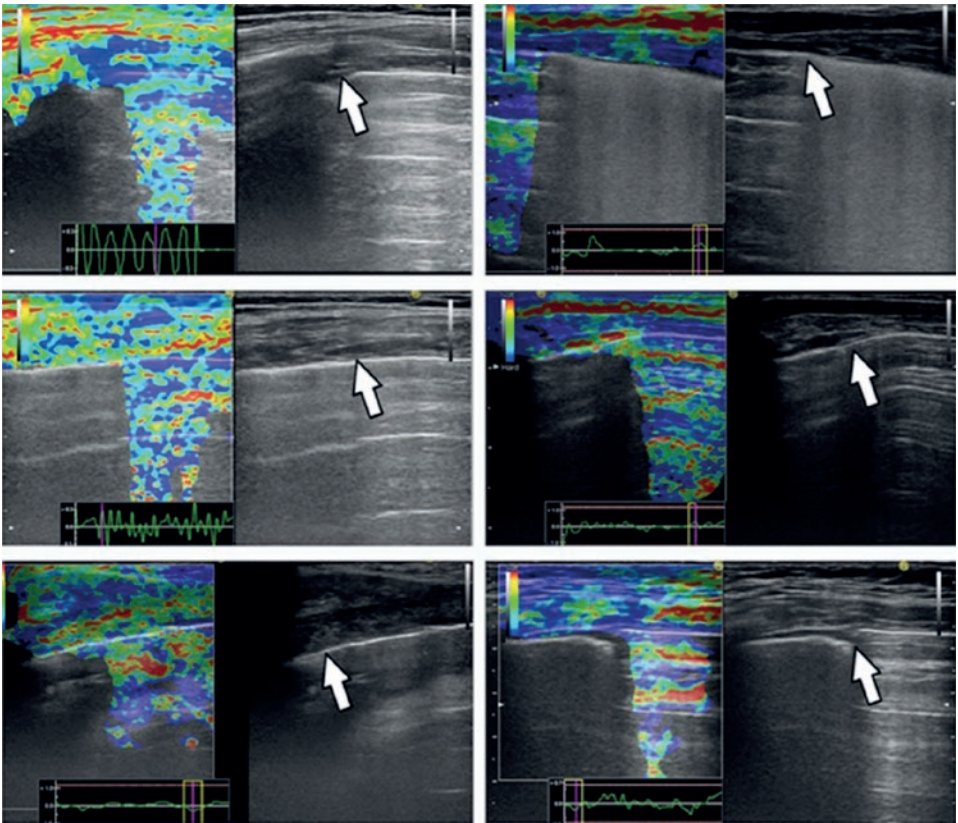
Elastografia con doppia vista (l'ecografia standard in B-mode è alla destra di ogni pannello). In questi sei esami separati (ogni pannello corrisponde a un paziente diverso), i *lung point* (freccie bianche) sono ulteriormente evidenziati dall'elastografia⁴.
